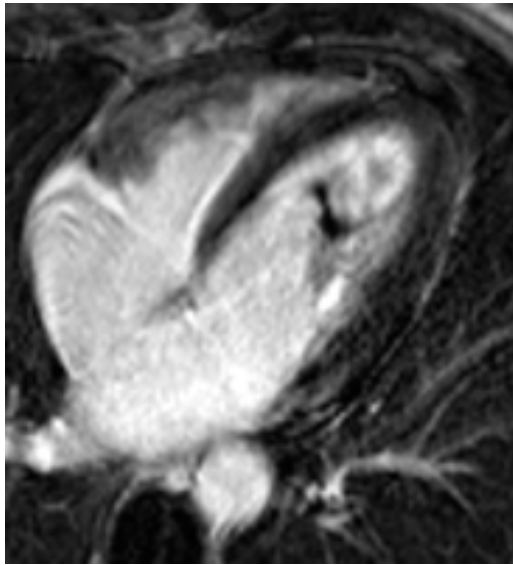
Aspect en IRM cardiaque de la fibrose endomyocardique hyperéosinophilique.
